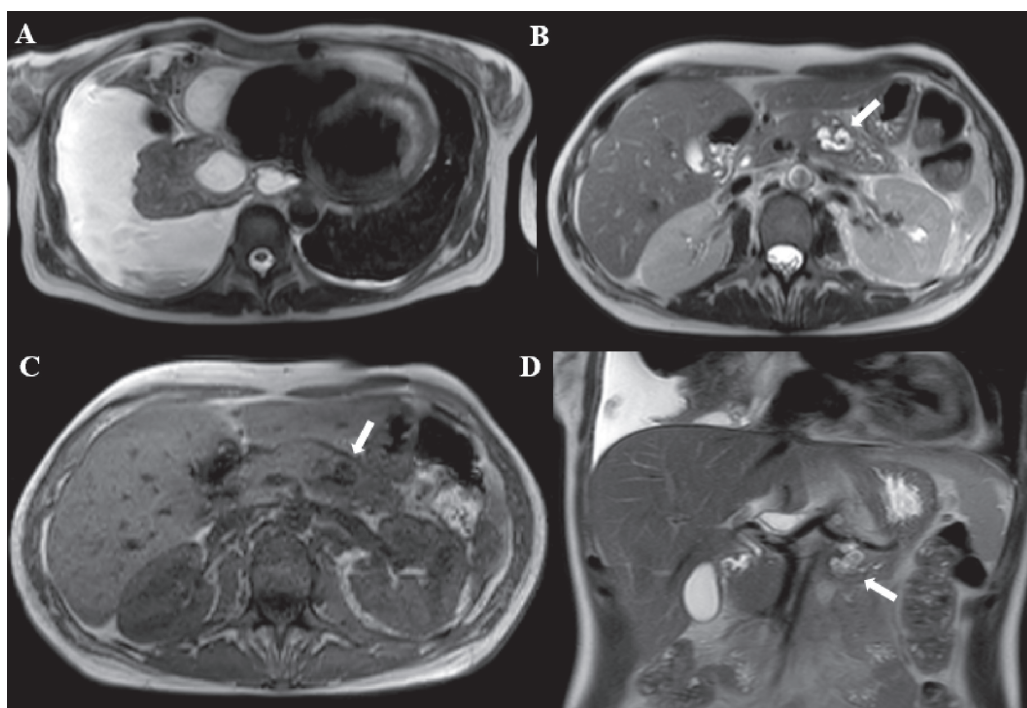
Магнитно-резонансная томография без контрастного усиления: T2-ВИ (А, В, D) и T1-ВИ in-phase (С). Правосторонний гидроторакс с частичным осумкованием парамедиастинально (А), жидкостная структура в проекции тела поджелудочной железы (белая стрелка) (В, С, D).
